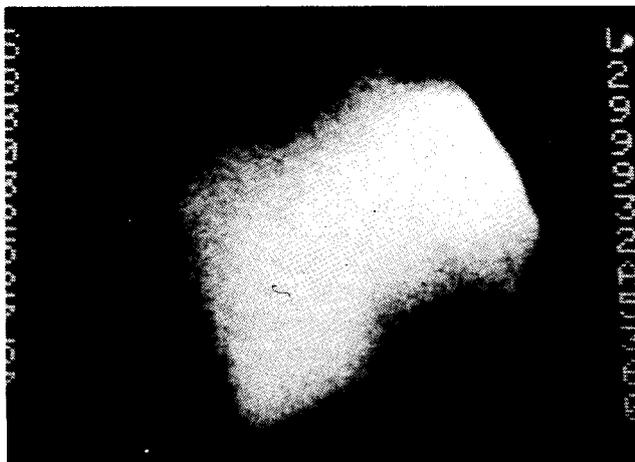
Gammagrafía hepática con TC99 mostrando hepatomegalia con defecto de llenado en $\frac{1}{3}$ posterior del lóbulo derecho (flecha).
